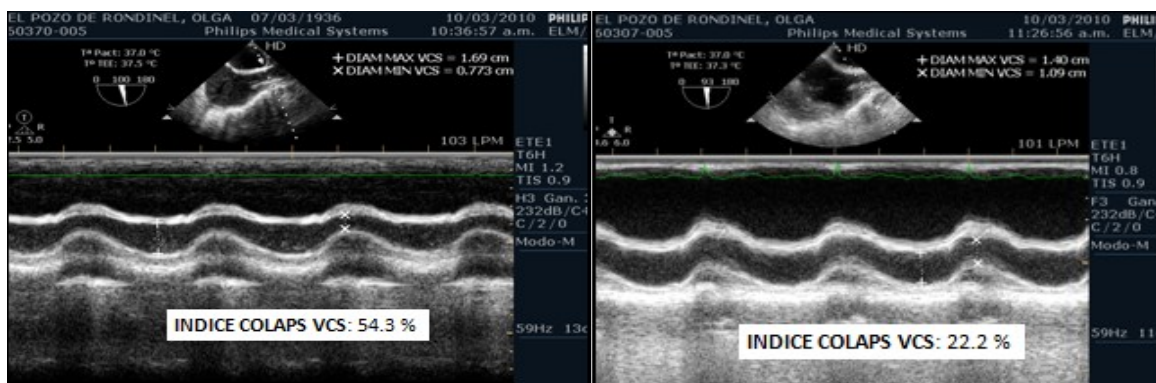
Examen ultrasonográfico de la vena cava superior
